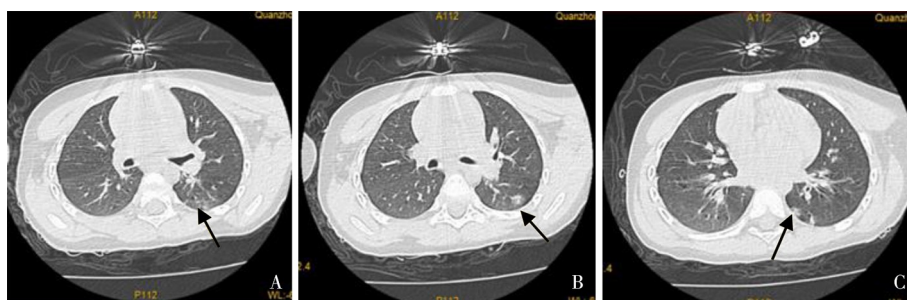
Omicron 变异株感染患儿胸部 CT 影像学改变 A：普通型 COVID-19，咳嗽 5 d；B：普通型 COVID-19，发热 4 d，咳嗽 3 d；C：普通型 COVID-19，咳嗽、流涕 6 d。肺部病变均表现为左肺磨玻璃影 (箭头所示)。
